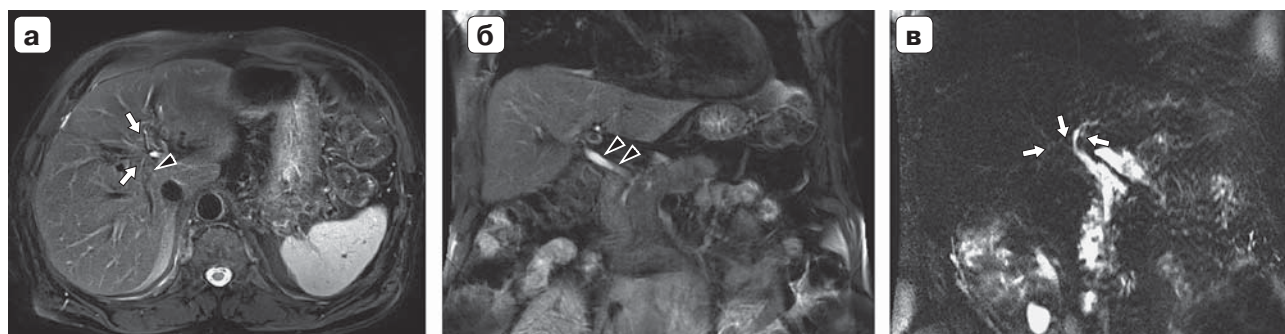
Результаты обследования через 4,5 года после лечения. а – магнитно-резонансная томограмма (аксиальное 2D TSE T2ВИ), внутрипеченочные желчные протоки не расширены (крупная стрелка), зона конглоуенса четко дифференцируется (стрелки); б – магнитно-резонансная томограмма (коронарное 2D TSE T2ВИ:), общий желчный проток не расширен, его стенка не утолщена (крупные стрелки); в – магнитно-резонансная холангиопанкреатикограмма, внутрипеченочные протоки четко не дифференцируются, область конглоуенса без признаков дополнительных образований (стрелки).
